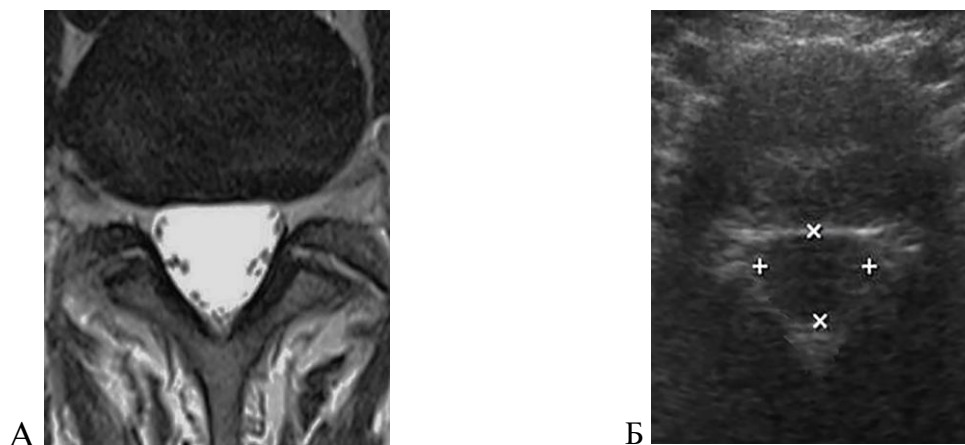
МРТ аксіальний скан поперекового відділу хребта
